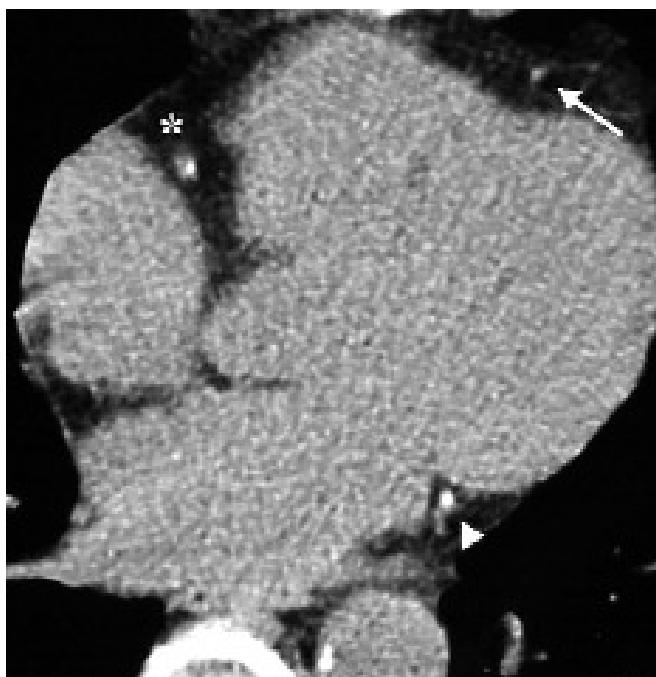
Tomografía computarizada multicorte (TCMC). La mayor resolución espacial y la posibilidad de obtener imágenes con un menor grosor de corte permiten detectar cantidades menores de calcio. Arteria coronaria descendente anterior (flecha), circunfleja (punta de flecha) y coronaria derecha (asterisco).
